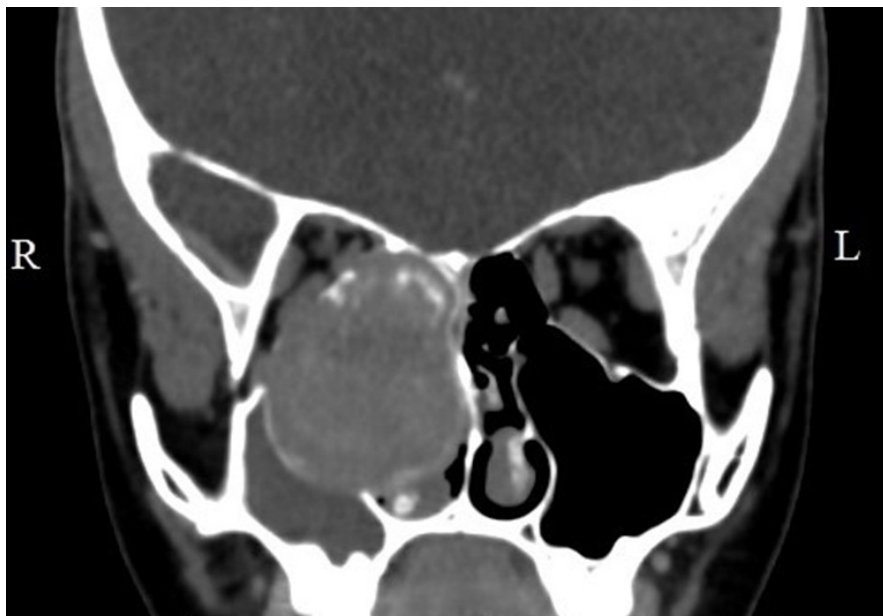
КТ околоносовых пазух фронтальная проекция. Оссифицирующая фиброма полости носа, клеток решетчатого лабиринта, верхнечелюстной пазухи с распространением в орбиту справа.
